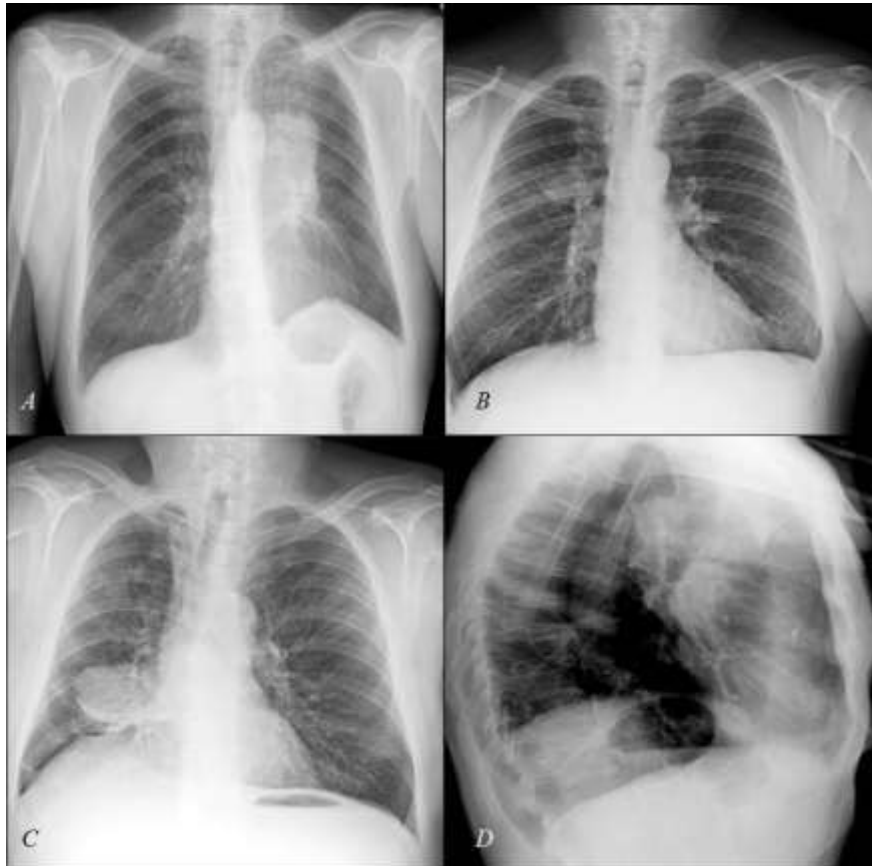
A, B, C : radiographies du thorax de face: A : opacité hilare gauche, B : opacité juxta-hilaire droite, C : opacité arrondie intra-parenchymateuse droite, D : radiographie du thorax de profil : atélectasie
